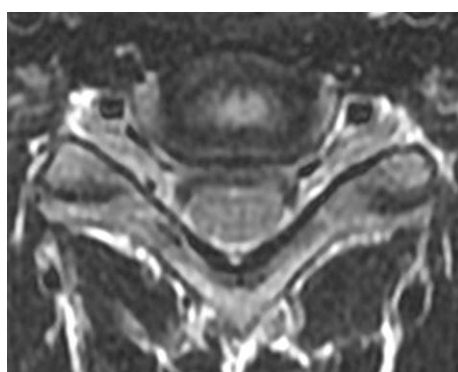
МРТ. Т2- аксіальний вигляд міжхребцевого диска С5–С6
